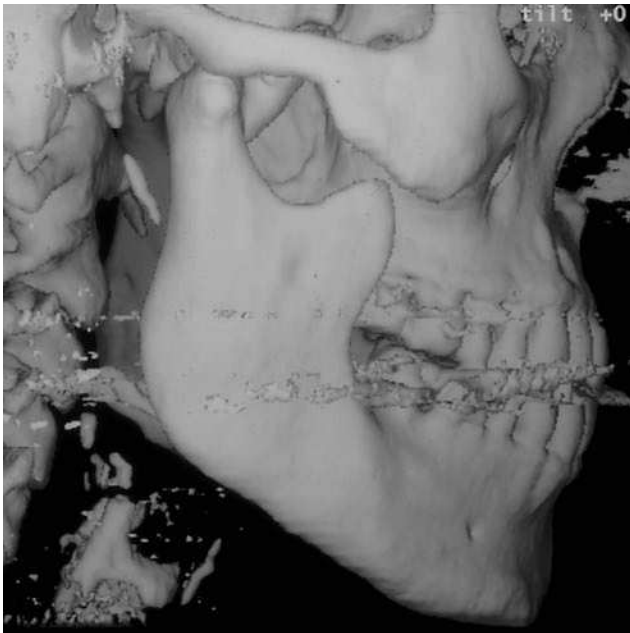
TC tridimensional de un osteocondroma del cóndilo derecho (fig. 4). El osteocondroma se aprecia anterior al cóndilo, en dirección ascendente hacia craneal y discurriendo por detrás del hueso cigomático.
